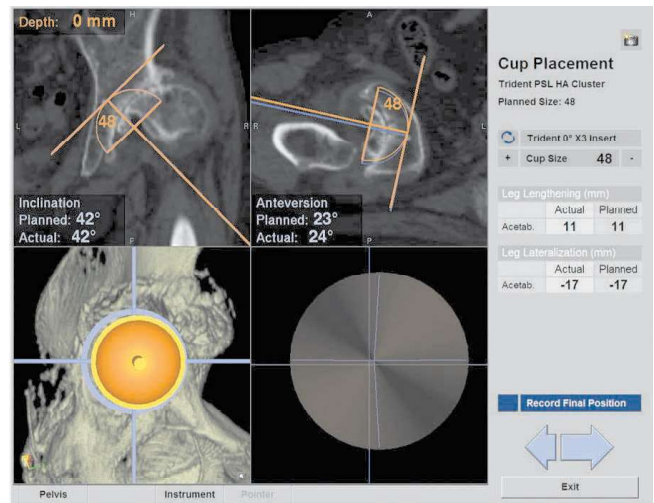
CT-based navigationを用いた人工股関節全置換術の術中風景とその画面
